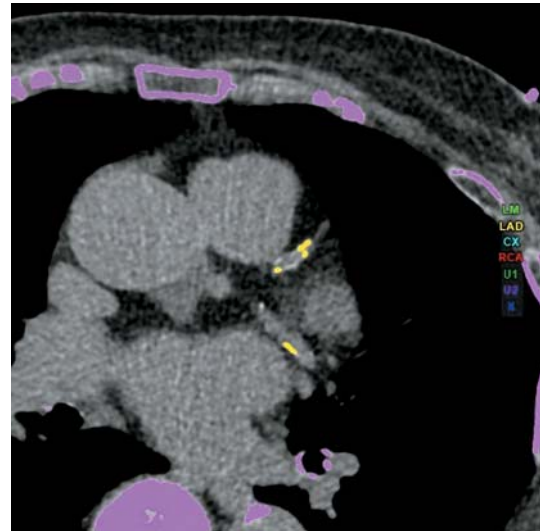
Женщина 89 лет. КТ сердца, определение коронарного индекса с помощью приложения “Ca score” на рабочей станции SYNGOVIA.VB20 (Германия). Кальцинаты в передней межжелудочковой и огибающей артериях выделены желтым цветом.
